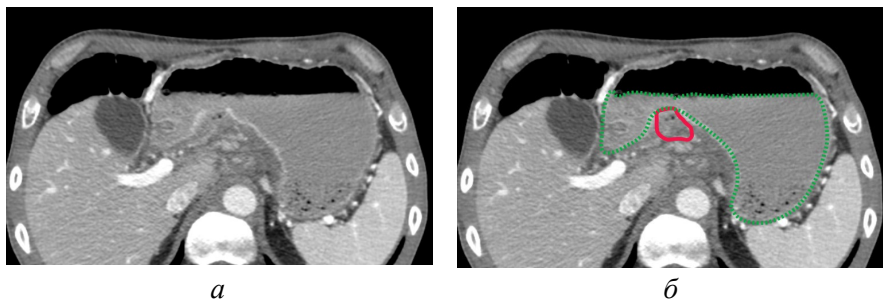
КТ желудка. Заполнение желудка сильно разбавленным йодсодержащим контрастным веществом. На малой кривизне определяется язва. Содержимое на этом уровне неотделимо от изъязвленной опухоли и инфильтрированного малого сальника: а – портальная фаза, б – аннотированное изображение [оригинальный рисунок].
